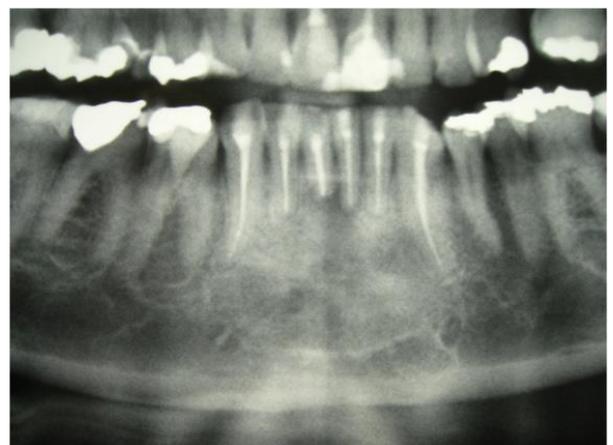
Ortopantomografia com 05 anos de pós-operatório.
